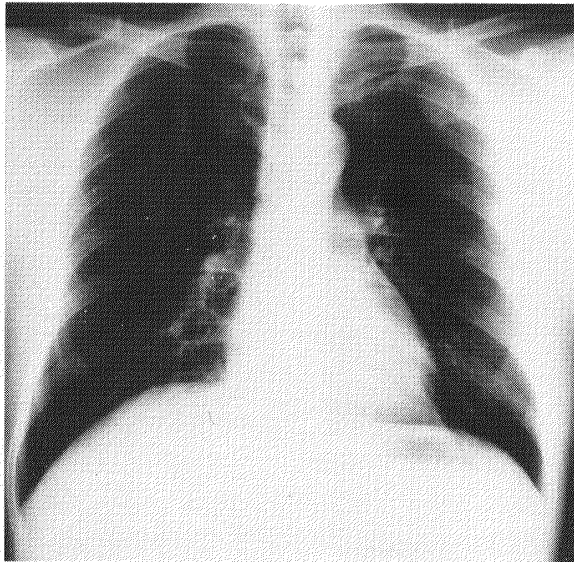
Chest X-ray film on admission showing mass shadow in the left upper lung field
